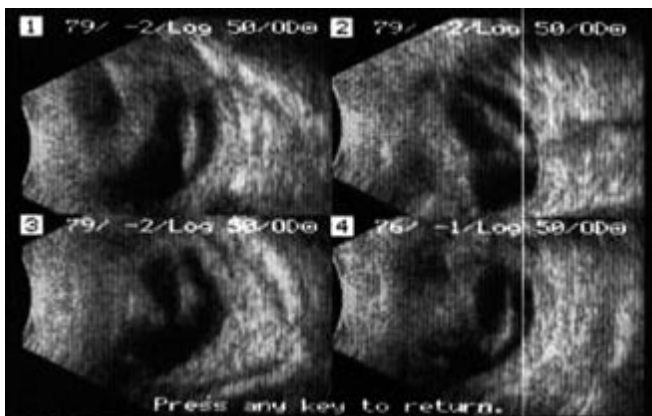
Stage 3 of ROP in B scan ultrasound. Rim of elevated retina clearly visible with scattered proliferative changes and posterior vitritis
